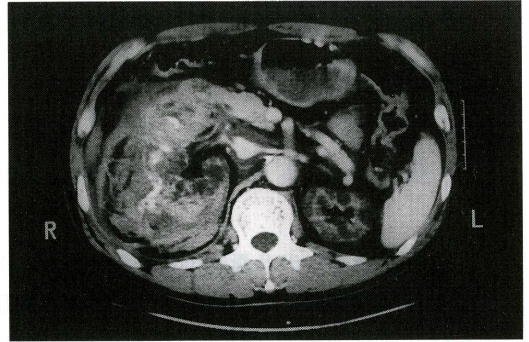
A 48-year-old male receiving hemodialysis for chronic renal failure Contrast enhancement CT of the abdomen: The bilateral renal parenchymas showed marked atrophy. Contrast enhancement effects were less marked. A large number of cysts were observed. Around the right kidney, an extensive uneven high density area was detected. In the posterior peritoneal cavity, effusion was noted. During the dynamic phase, a strong high density area was observed in the hematoma. This area was slightly extended during the delayed phase, suggesting massive extravasation.
